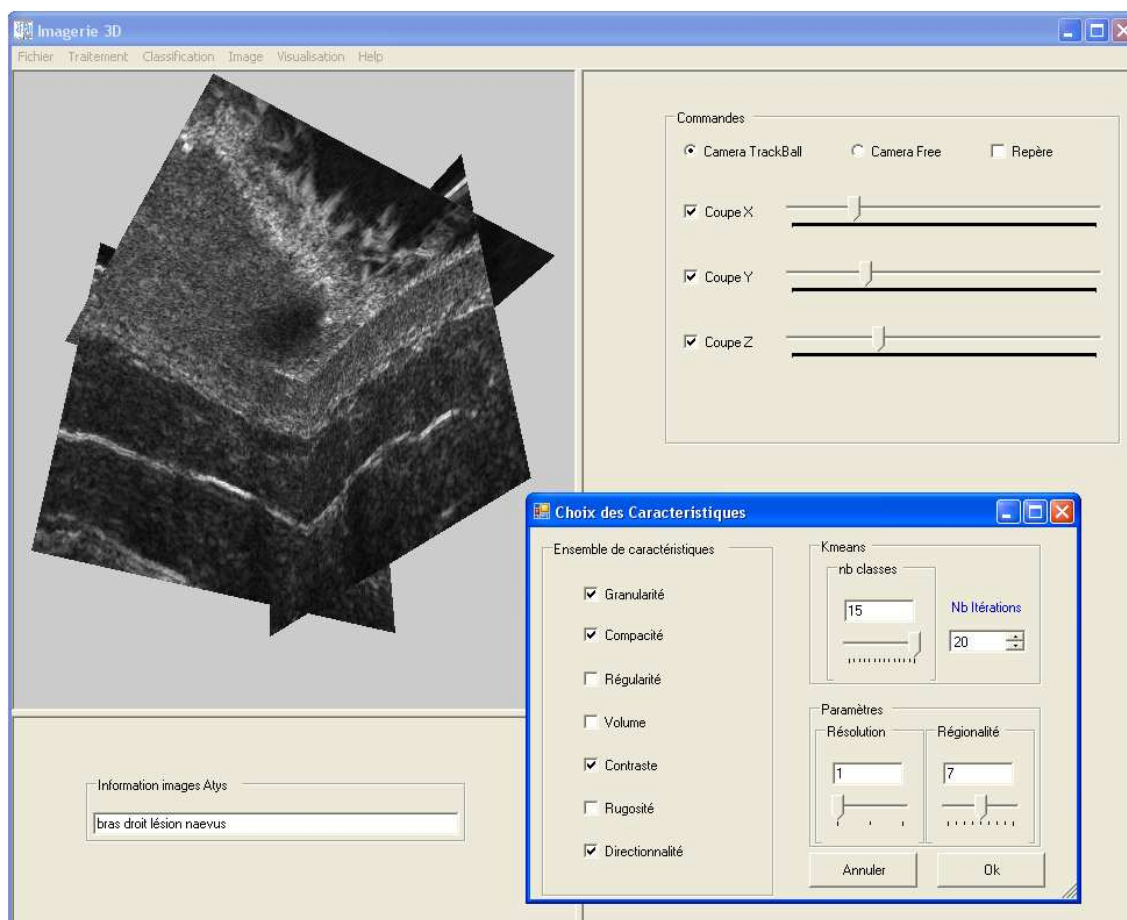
Interfaces du prototype logiciel mis en place pour la segmentation d'images échographiques 3D.
